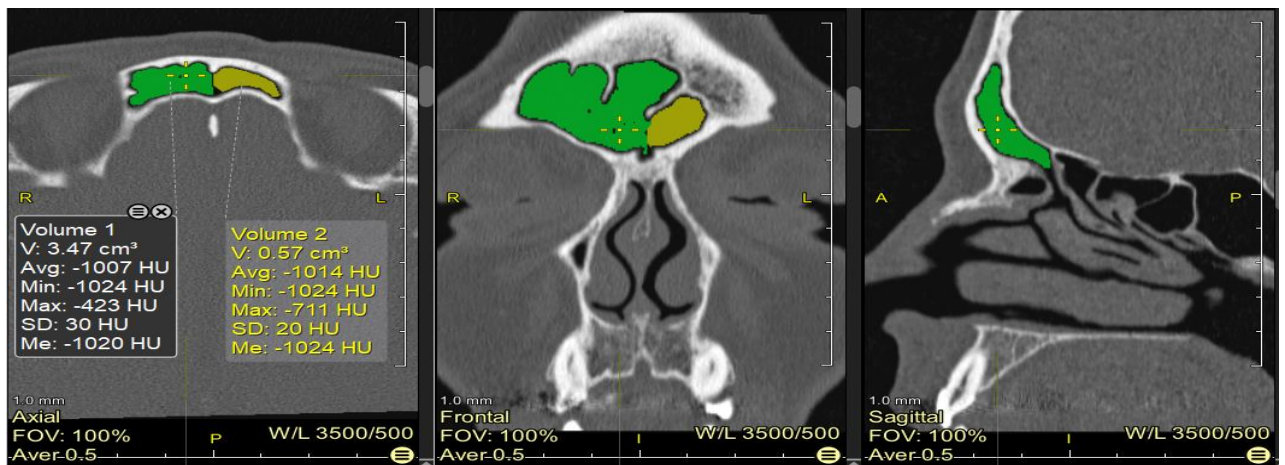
Оцінка сполучення лобових пазух між собою та з верхнім носовим ходом у аксіальній, фронтальній та сагітальній площинах комп'ютерної томограми чоловіка 35 років.
